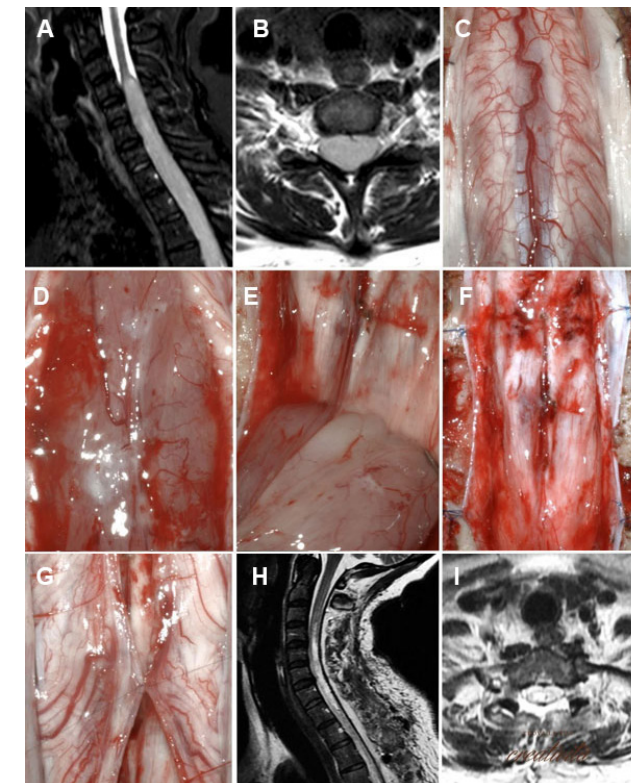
Tumor intradural-intramedular, C4-T4, ependimoma. A-B) RM prequirúrgica. C-G) Hallazgos intraoperatorios. H-I) RM postquirúrgica.
